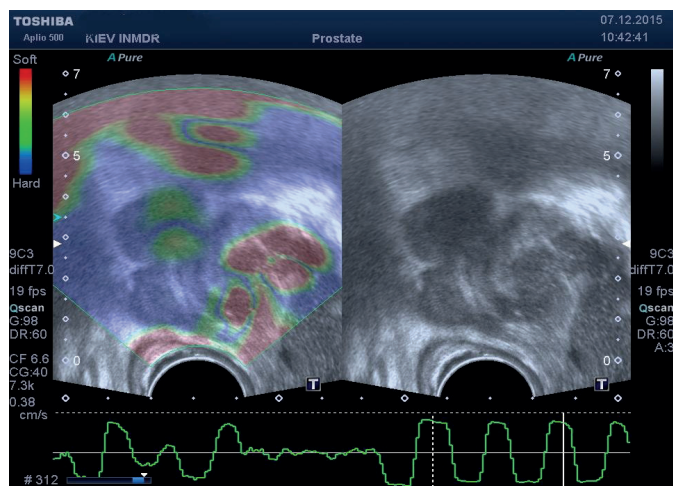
УЗИ эластография: определяется жидкостное образование с подвижным неоднородным содержимым внутри.
